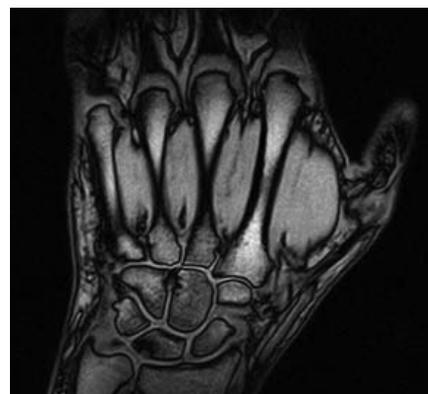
МРТ правой кисти: а – эрозии головок I, III, V пястных костей (стрелки), б – тендовагиниты сгибателей пальцев, множественные синовиты (черная стрелка), отек мягких тканей V пальца (белая стрелка)
